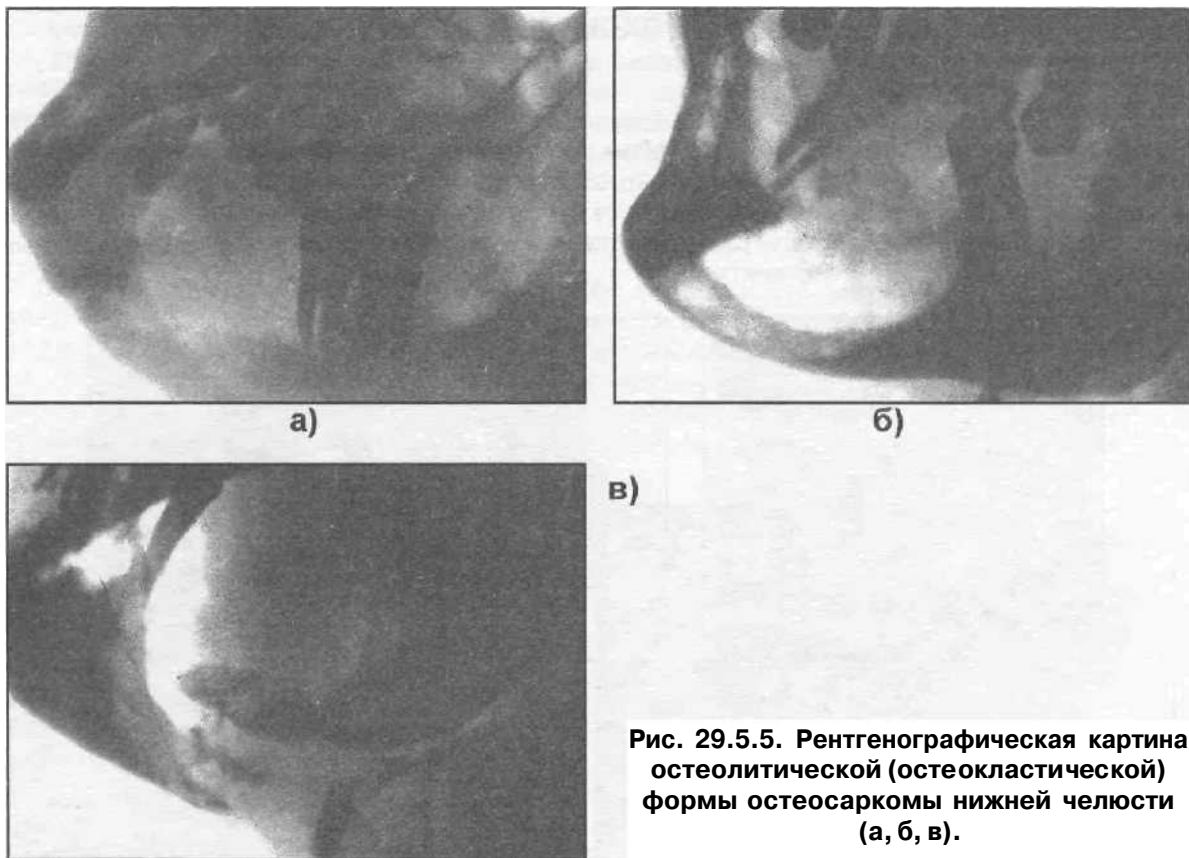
Рентгенографическая картина остеолитической (остеокластической) формы остеосаркомы нижней челюсти (а, б, в).
